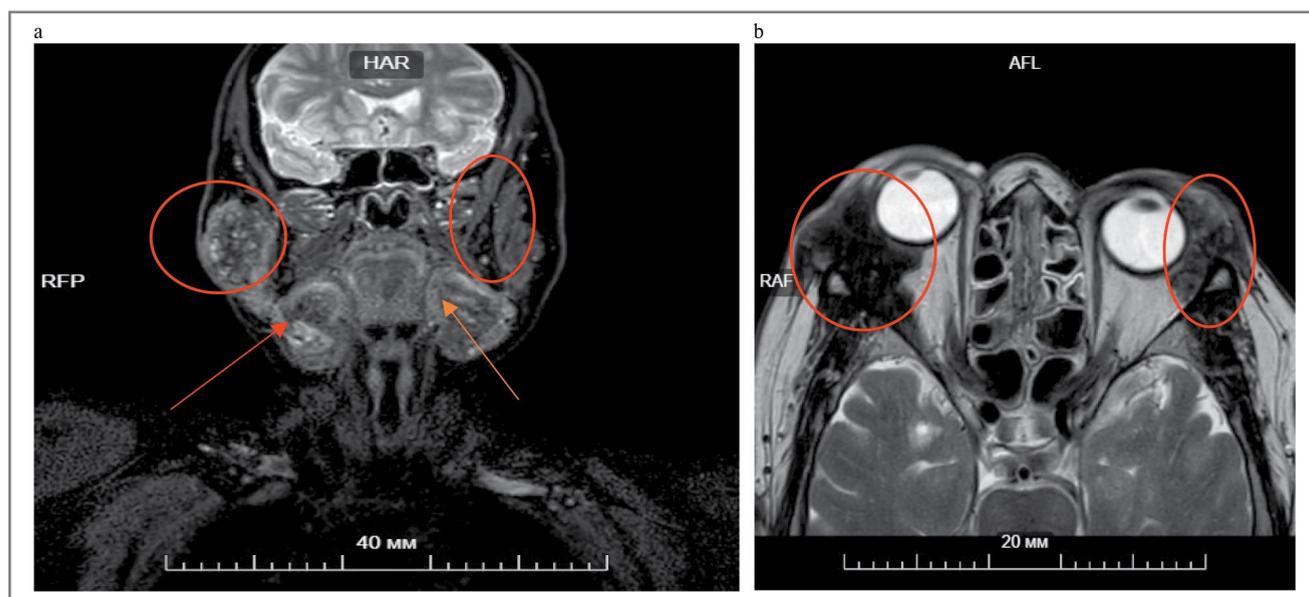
МР-томография мягких тканей лица и орбит: *a* – увеличенные в размерах поднижнечелюстные и околоушные слюнные железы; *b* – правая орбита (объемное образование в верхнем наружном квадранте орбиты без четких границ, с распространением в подкожно-жировую клетчатку и на область слезной железы); левая орбита (в проекции слезной железы патологические массы с неоднородным МР-сигналом).
